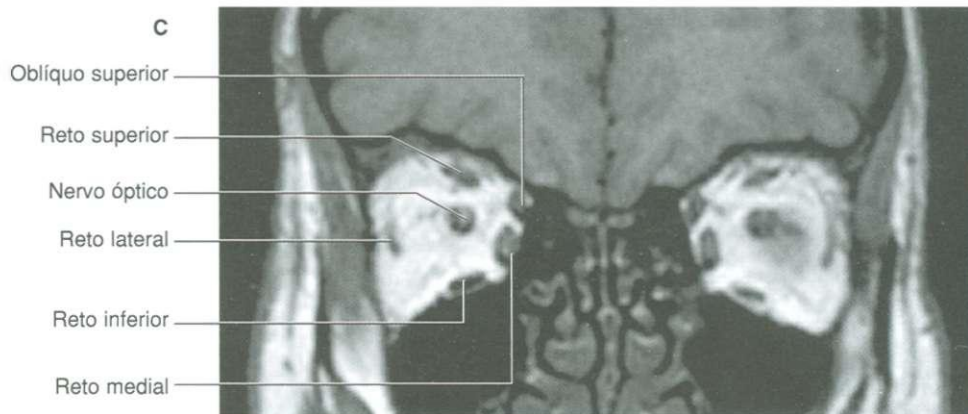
(cont.). Músculos do bulbo do olho. C. Ressonância magnética coronal através do olho.
